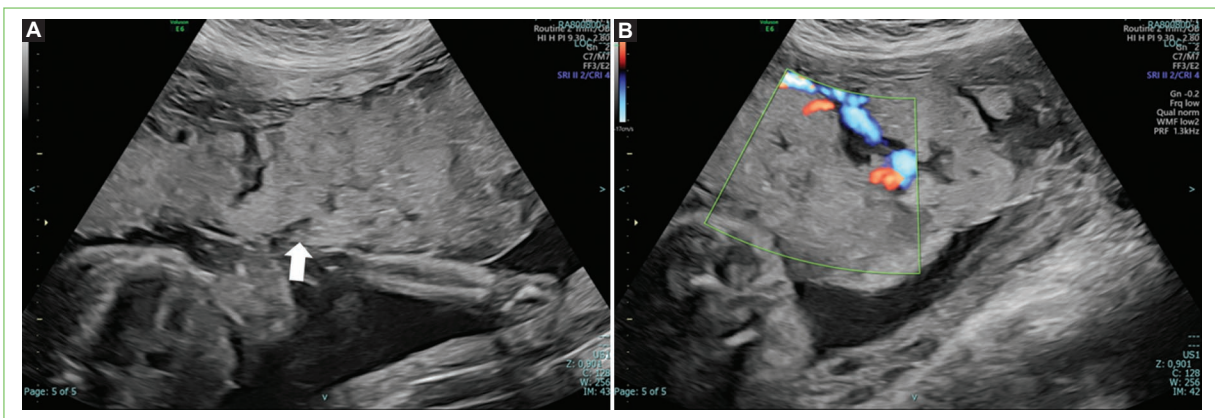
Ecografía en la semana 25,5 de gestación. A: corte sagital de placenta que muestra placenta anterior de grado II/III sin signos ecográficos de desprendimiento; llama la atención el engrosamiento (flecha). B: evaluación Doppler color con flujo venoso turbulento y evidencia de lagos vasculares.
